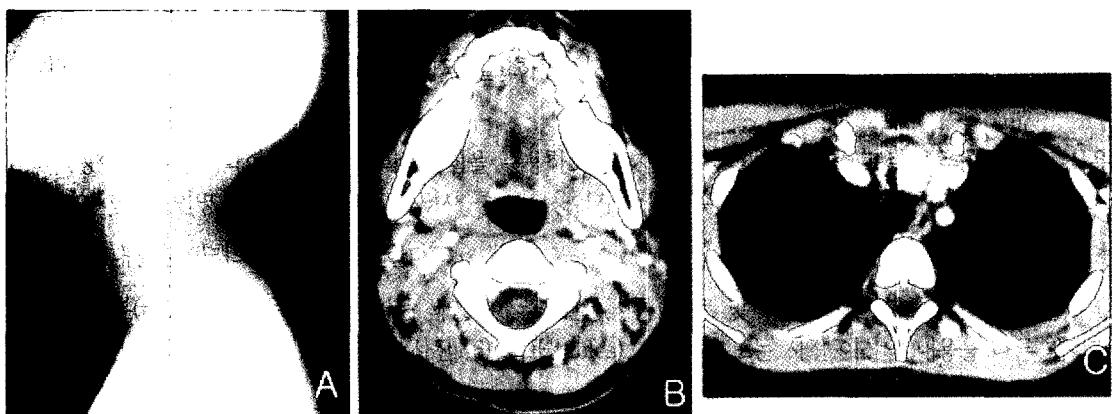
A) Cervical spine radiograph demonstrates no air in submandibular apace and no subcutaneous emphysema. B) Facial(CT) scan at the level of the lower portions of the maxilla(axial view) – no subcutaneous emphysema and no air in parapharyngeal space. C) Chest CT at the level of the carina(axial view) – there is no air in subcutaneous, visceral, carotid, and mediastinum.
